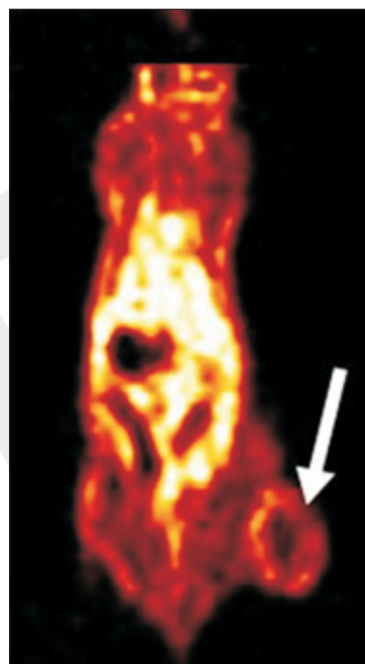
PET 5 min (links) und 220 min (rechts) nach Injektion von F18-Miso. Der Tumor auf dem Hinterbein ist durch den Pfeil markiert.
